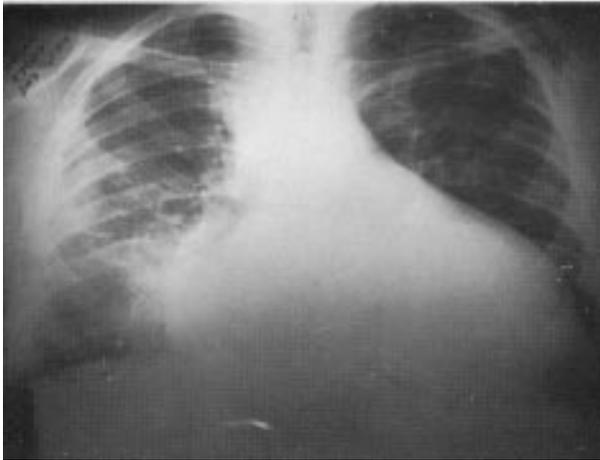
Radiografia de tórax pósterio-anterior mostrando congestão pulmonar e área cardíaca globalmente aumentada.
